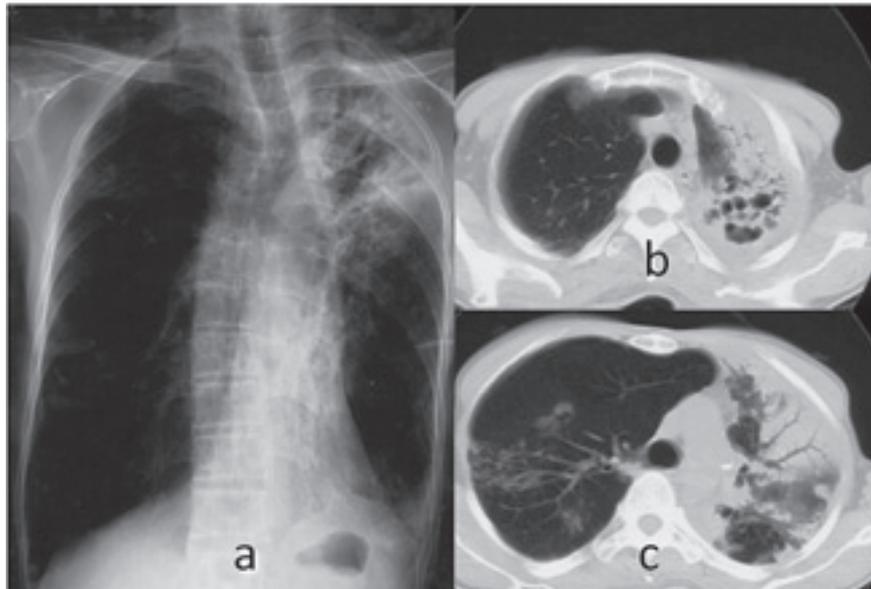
Chest X-ray and CT scans of case 1, 2006 year
